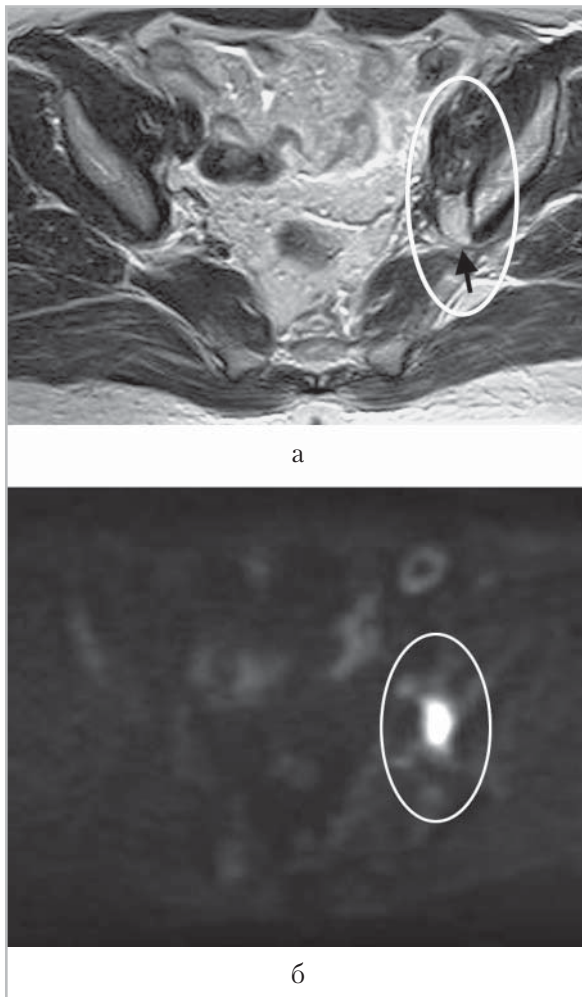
МР-томограммы органов таза у больной раком эндометрия после комбинированного лечения (*а* — Т2-ВИ в аксиальной проекции; *б* — изотропное изображение). На Т2-ВИ обведен участок фиброзно-рубцовой трансформации в левой подвздошной области, стрелкой указана зона, изоинтенсивная неизменной жировой клетчатке. На изотропном изображении обведен очаг высокоинтенсивного сигнала, соответствующий рецидивной опухоли (при сопоставлении соответствует зоне, указанной стрелкой на Т2-ВИ)
